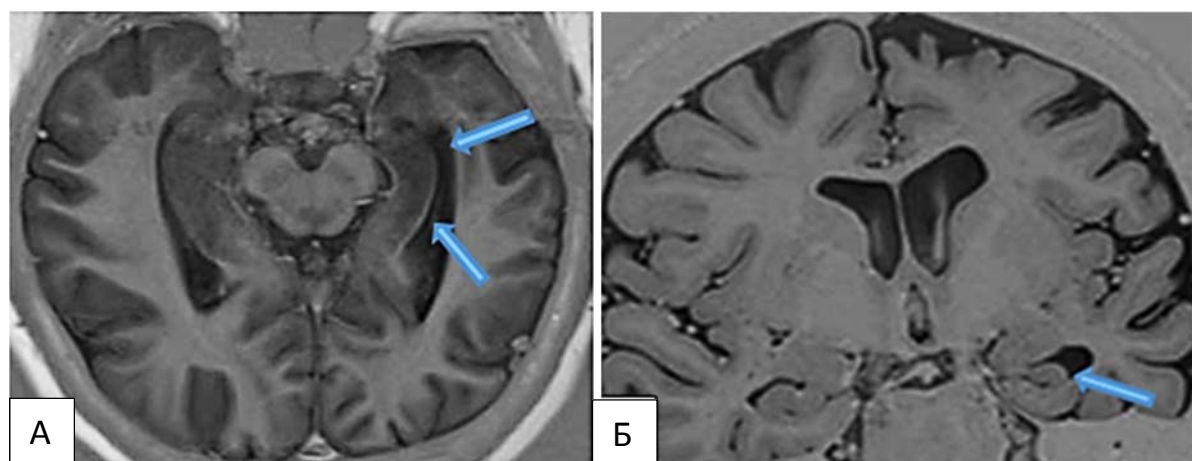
МРТ головного мозга 3,0 Т: аксиальная (А) и коронарная (Б) проекции. Определяется снижение высоты левого гиппокампа с уменьшением объема, преимущественно на уровне головки гиппокампа.
